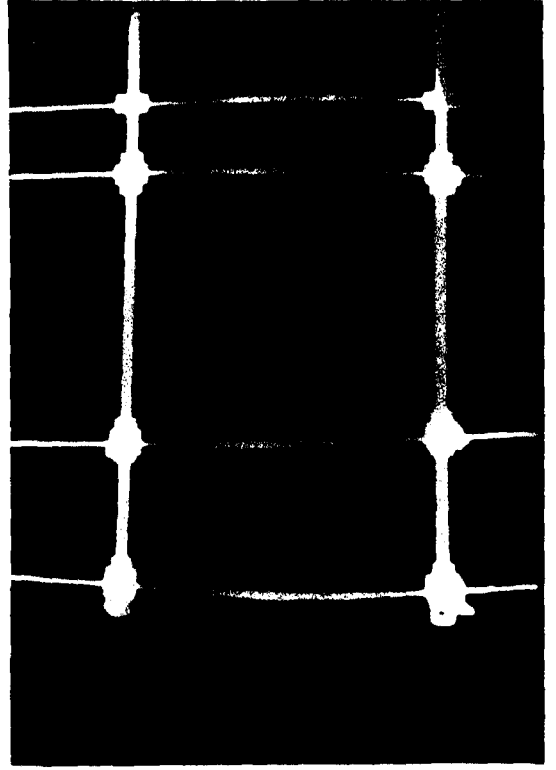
B : Olgunun darbeli elektromagnetik alan tedavisi uygulaması sırasındaki grafisi.
